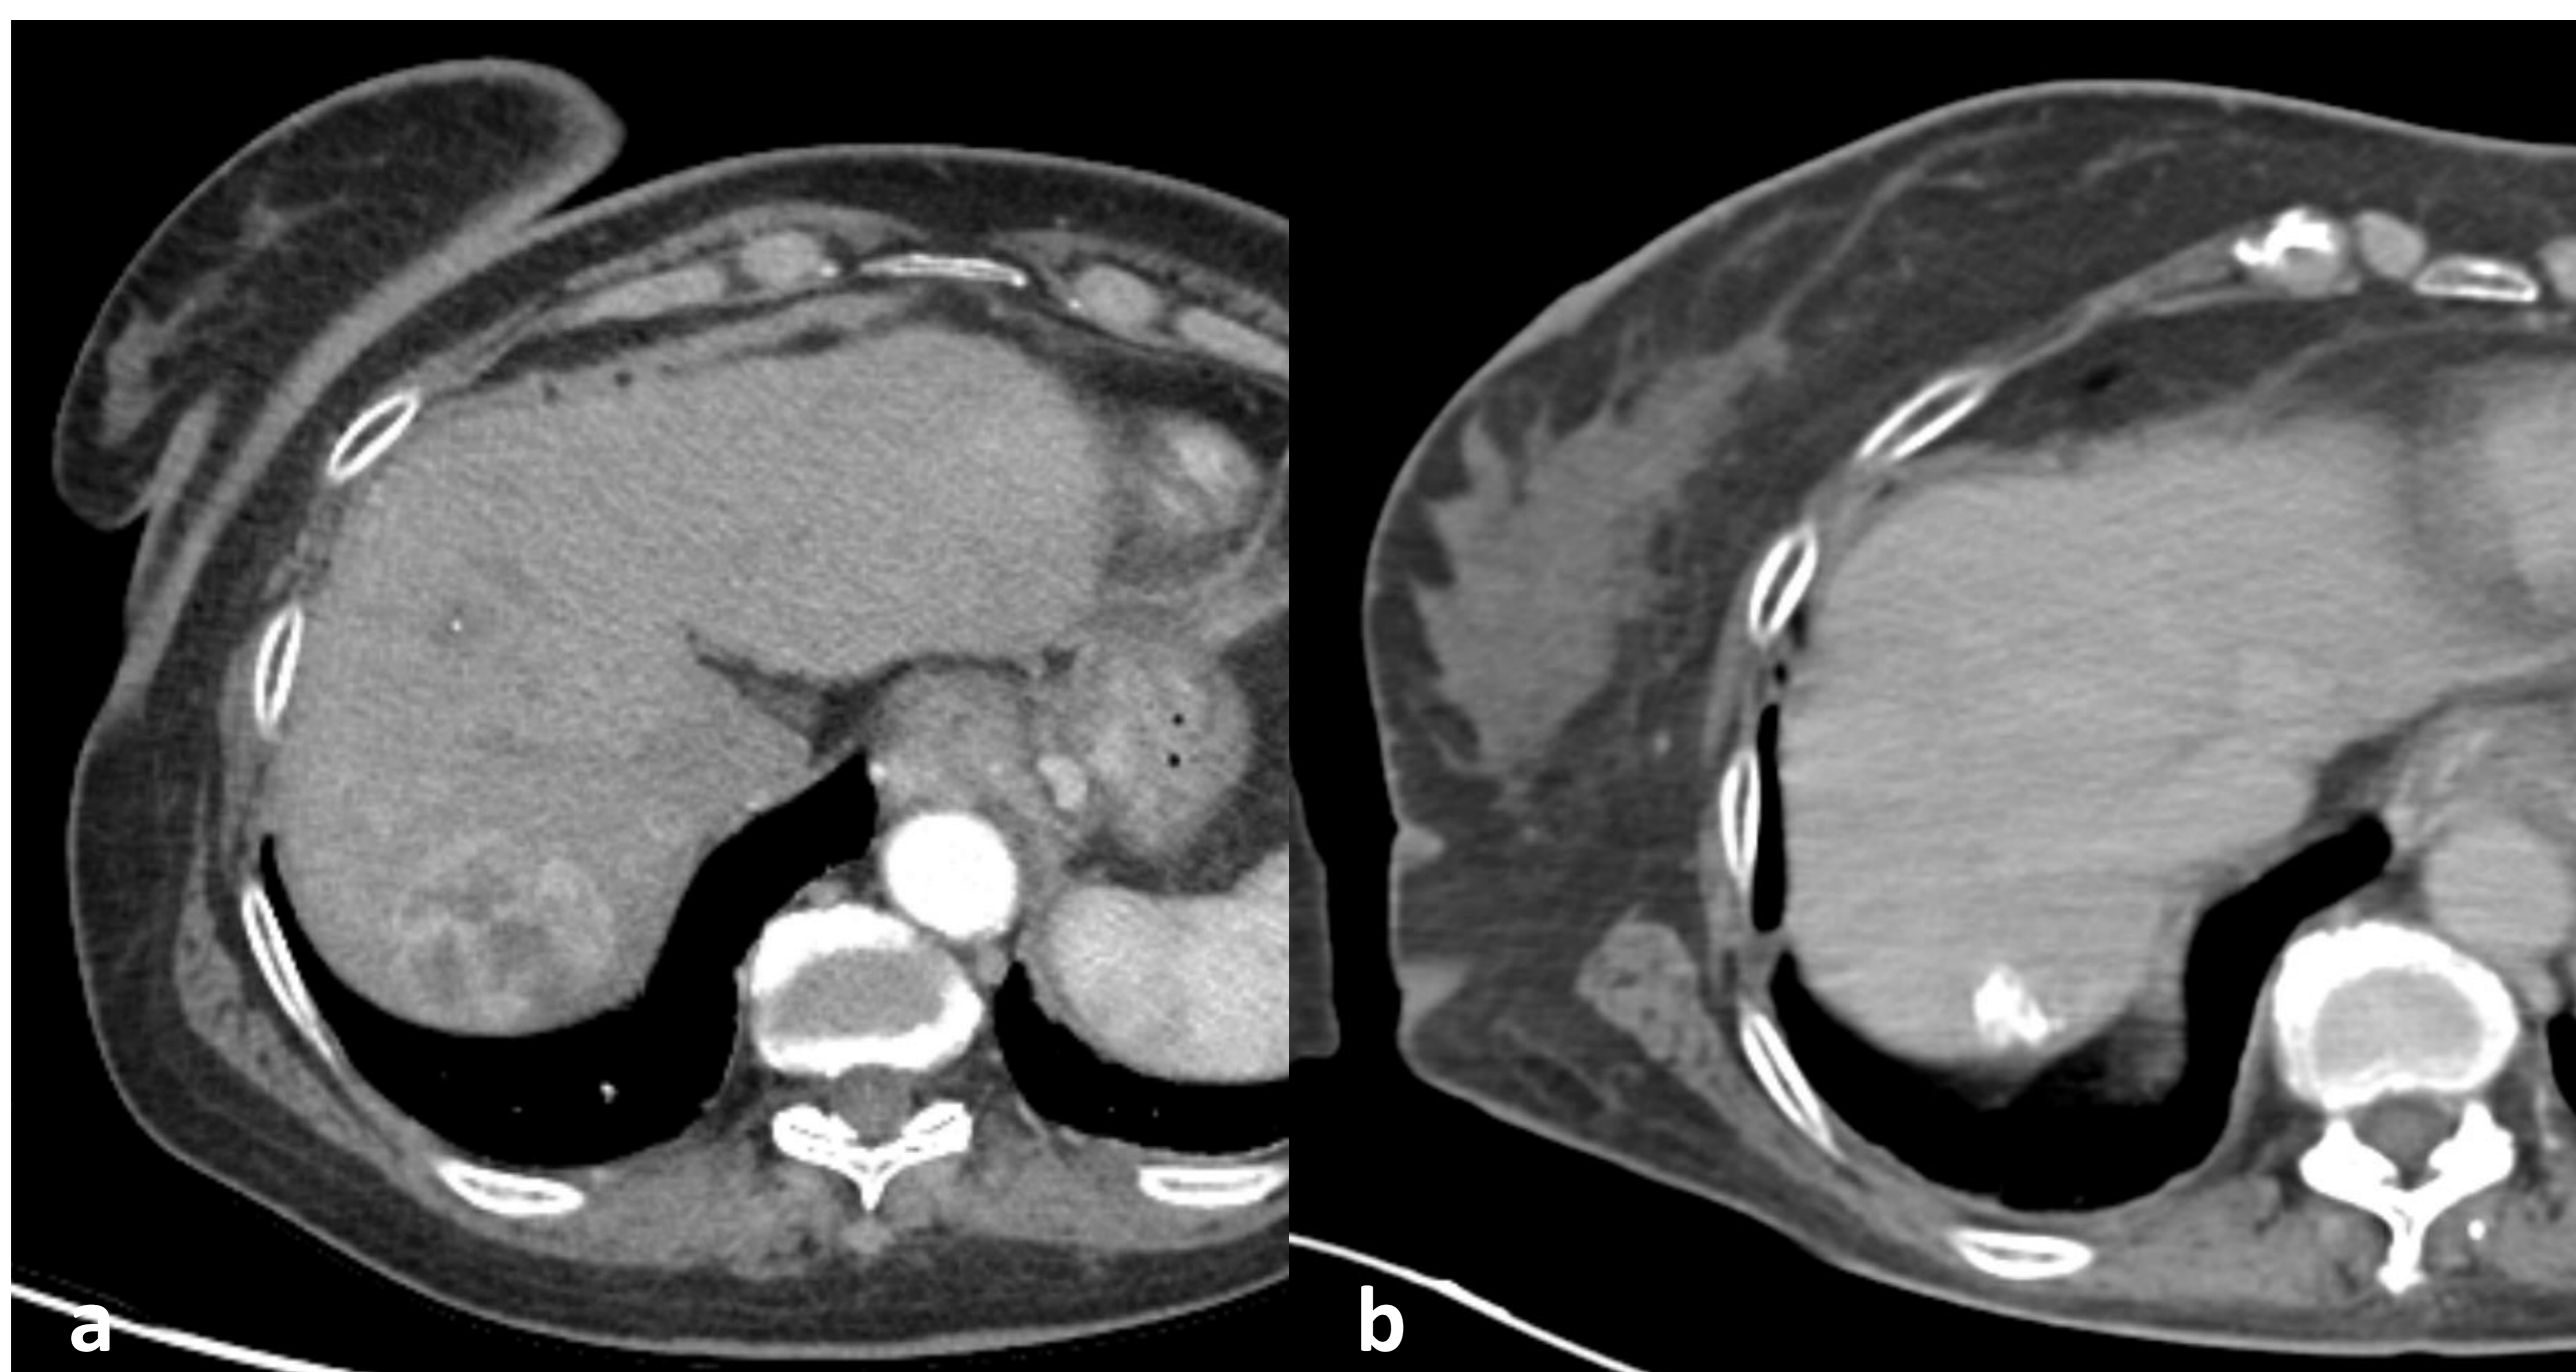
a) Control post-TARE a los 3 meses donde se aprecia disminución del tamaño de la lesión y de las zonas de captación, así como la aparición de áreas de necrosis como signos de respuesta al tratamiento. La imagen b) es un control a los 16 meses donde se observa disminución de tamaño y calcificación grosera en TC de abdomen sin contraste en el área tratada, con respuesta completa del tumor.
